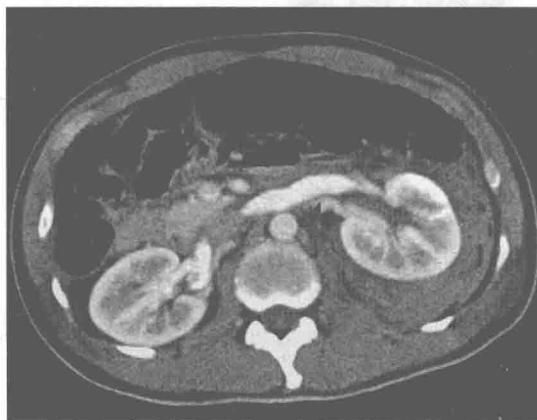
左肾挫裂伤(IV 级), 肾周包膜下大量积血(CT 增强静脉期)
